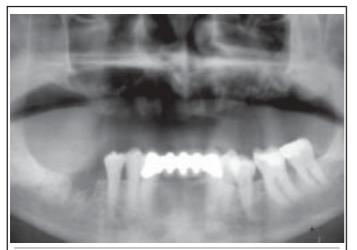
Radiographie panoramique montrant l'absence de cicatrisation osseuse au niveau du maxillaire supérieur et au niveau de l'extraction mandibulaire droite.
